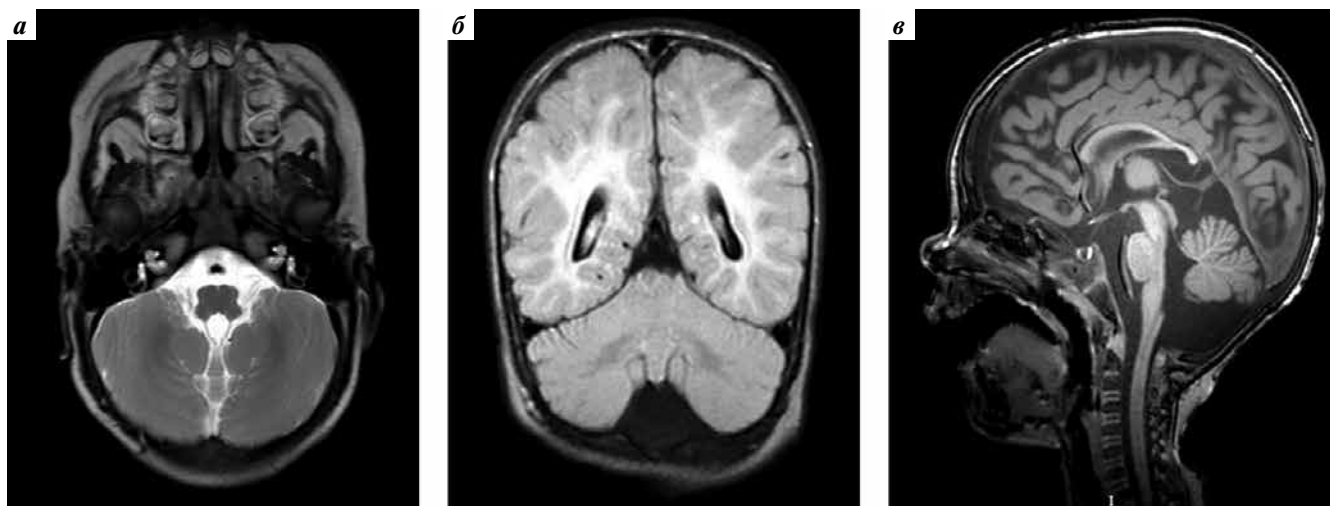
Пациентка С., 2015 г.р. Диагноз: энцефалопатия развития с эпилепсией, обусловленная мутацией в гене *IRF2BPL*. Магнитно-резонансная томография головного мозга в T2-аксиальной (а), T1-коронарной (б), T1-сагиттальной (в) проекциях
